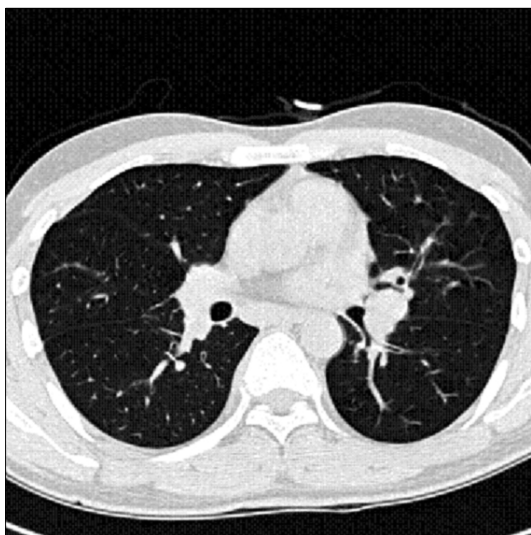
Chest CT shows bilateral mediastinal lymphadenopathy without lung parenchymal involvement.
